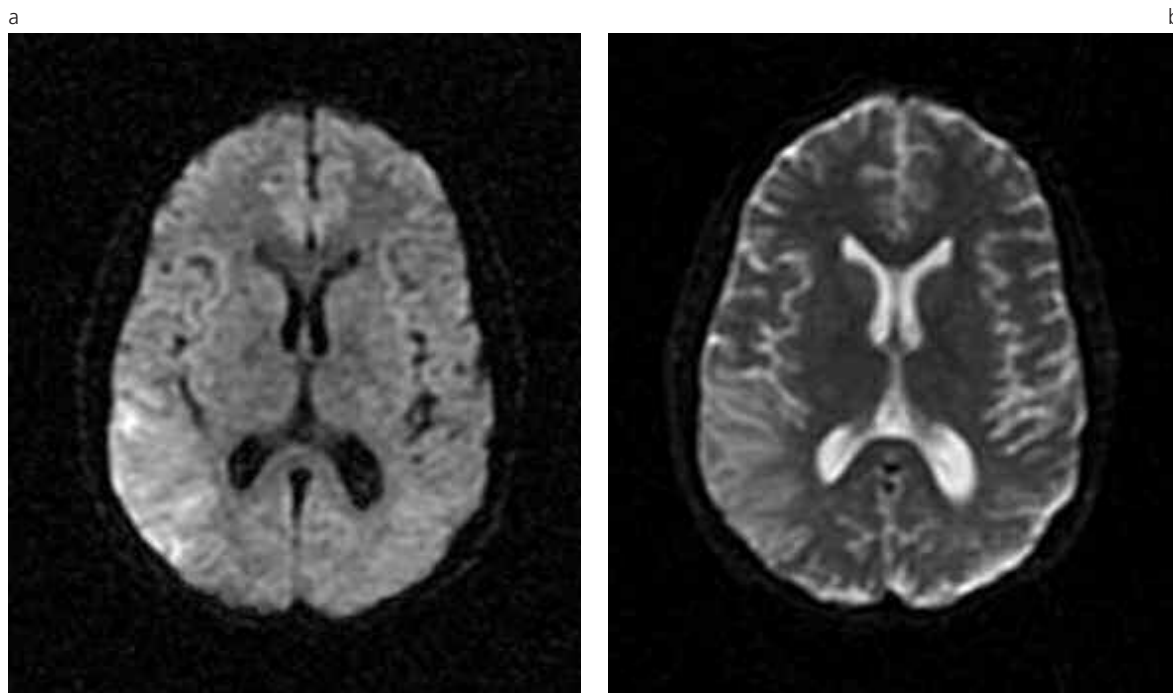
(a y b): RM de cerebro sin contraste. Difusión y ADC.
